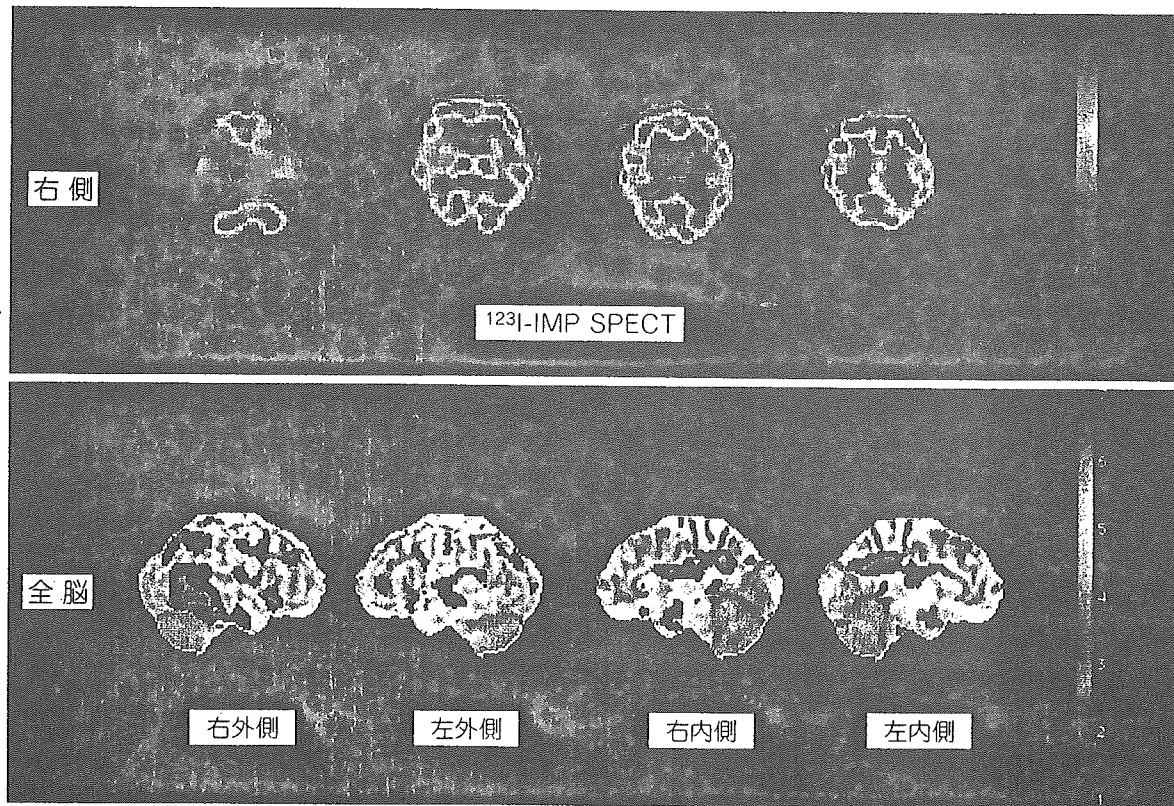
上段：通常のSPECT，下段：同一患者のeZIS所見
